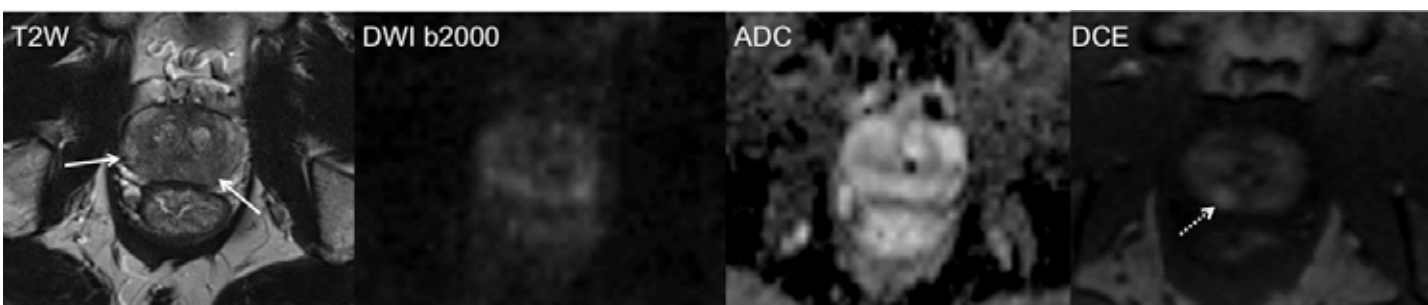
Paciente masculino, de 62 años de edad, con elevación de antígeno prostático específico (4.6ng/ml). La IRM 3T de próstata (Skyra, Siemens) demuestra una hipointensidad difusa en T2 en toda la ZP (flechas) sin la lesión discreta identificada en el IPD (b2000) o en el mapa de CDA. El RCD-IRM demostró un realce focal temprano de 0.7 cm en el ápex derecho ZPm (flecha). El paciente se sometió a biopsia dirigida lo que demostró cáncer Gleason 3+4 en esta localización. Se presentó un cáncer Gleason 3+3 en la Zona periférica, lo cual podría simular prostatitis.
